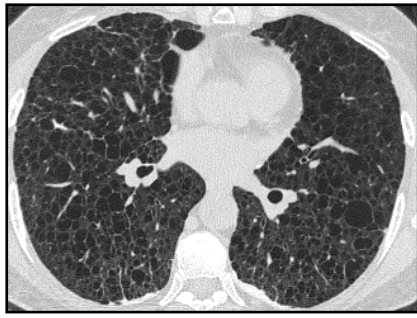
TC de paciente portadora de LAM com cistos difusos
